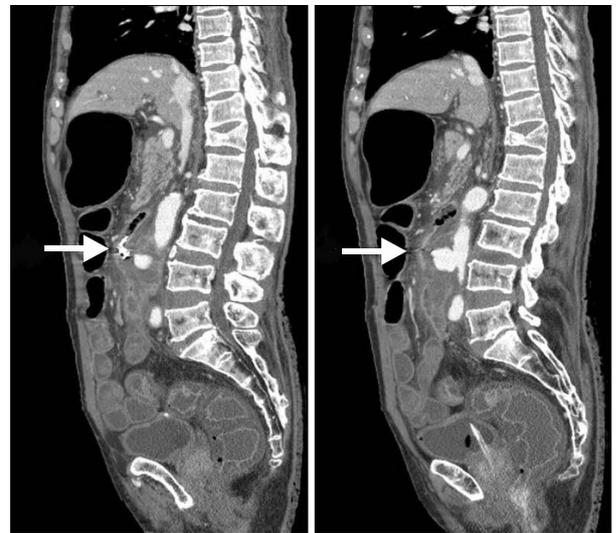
Transverse abdominal CT showing communications between the abdominal aortic aneurysm (about 3.5 cm in diameter) and the third portion of the duodenum (visible hemo clips) (arrows).
